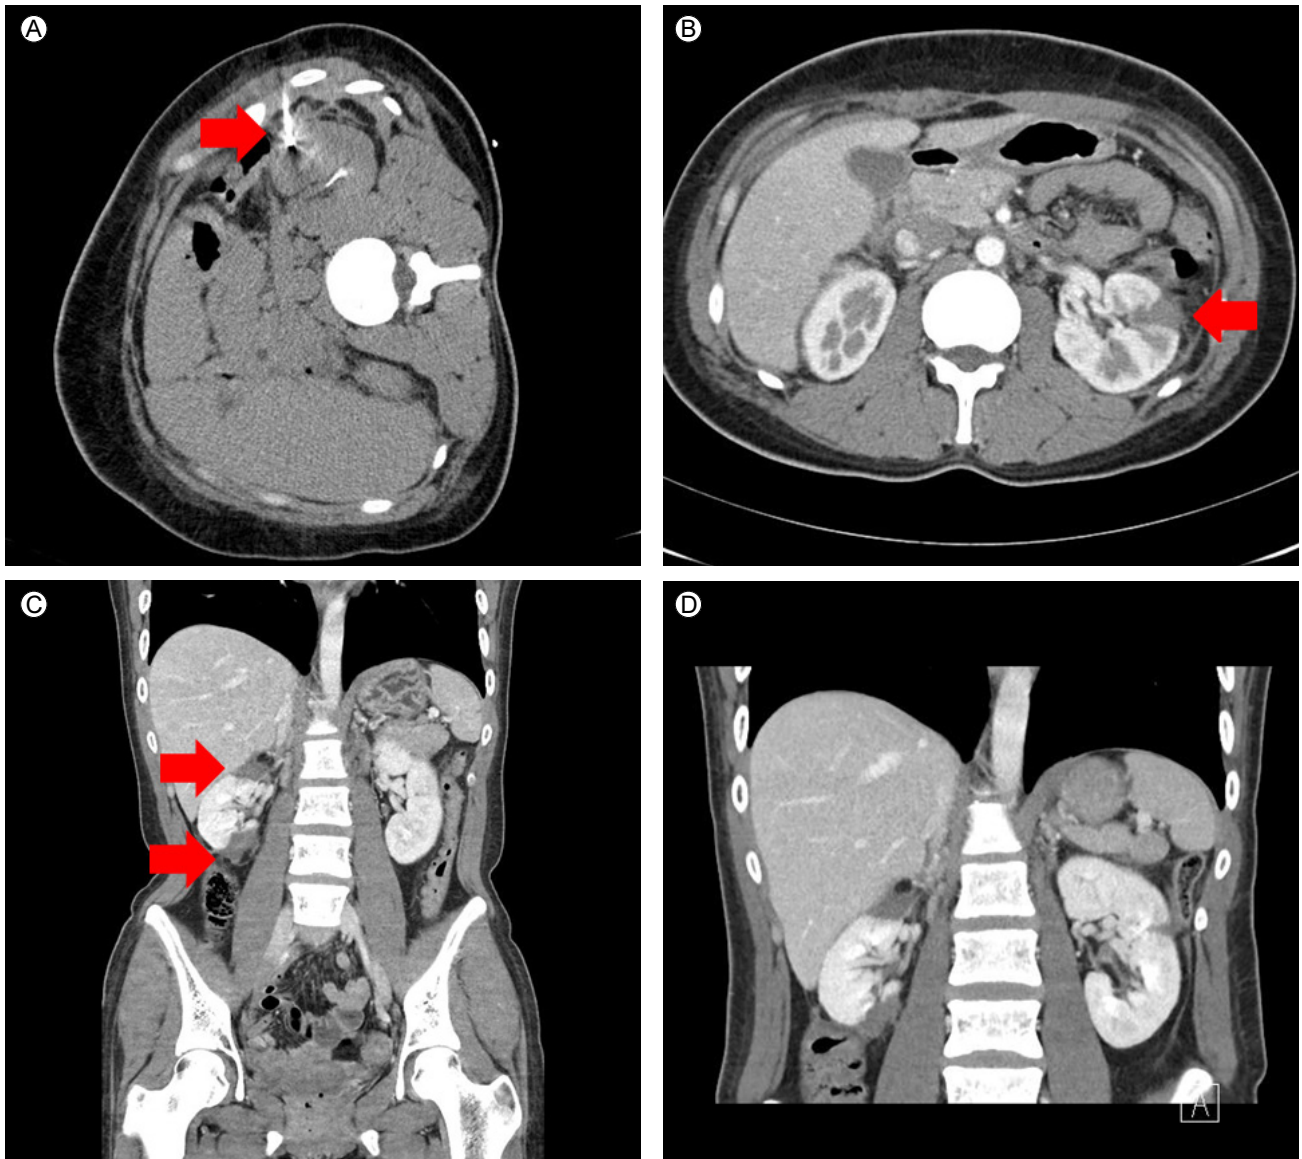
Follow-up computed tomography. (A) Computed tomography-guided radiofrequency ablation of left renal cell carcinoma. (B) Left renal cell carcinoma after computed tomography-guided radiofrequency ablation. (C) Right renal cell carcinoma after intra-operative radiofrequency ablation. (D) At 6 months after radiofrequency ablation of right renal cell carcinoma, there was no evidence of recurrence.
